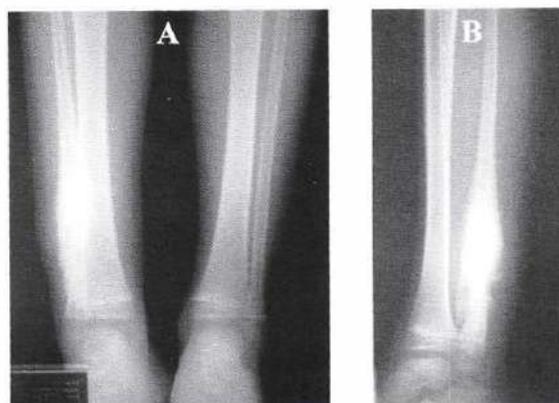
Proyecciones de radiografía convencional donde se aprecia lesión expansiva de la diáfisis del peroné (A y B), predominantemente esclerótica, con reacción perióstica de contornos irregulares y mal definidos.
